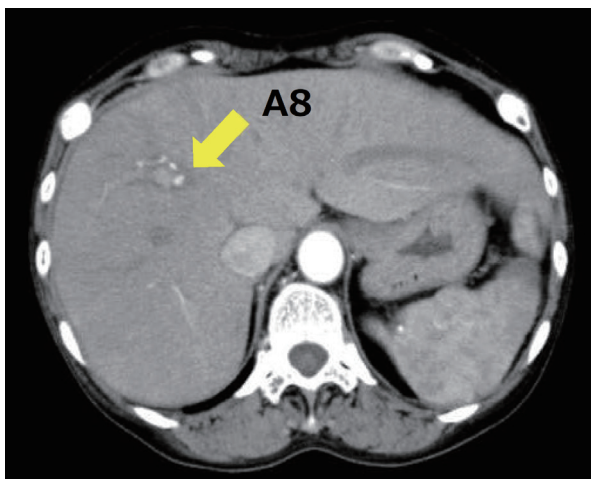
受傷から 43 日後の CT 所見
